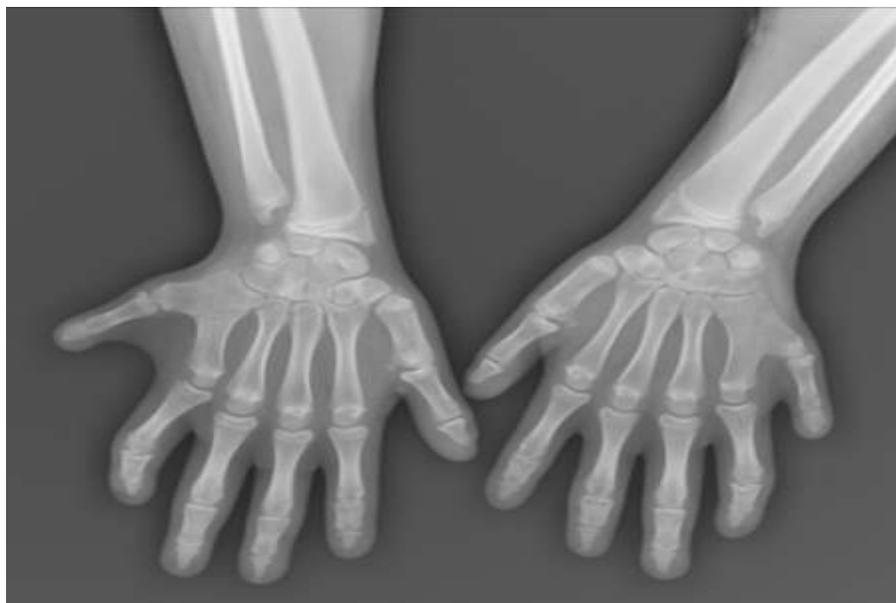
Radiographies des mains objectivant polydactylie post axiale.
